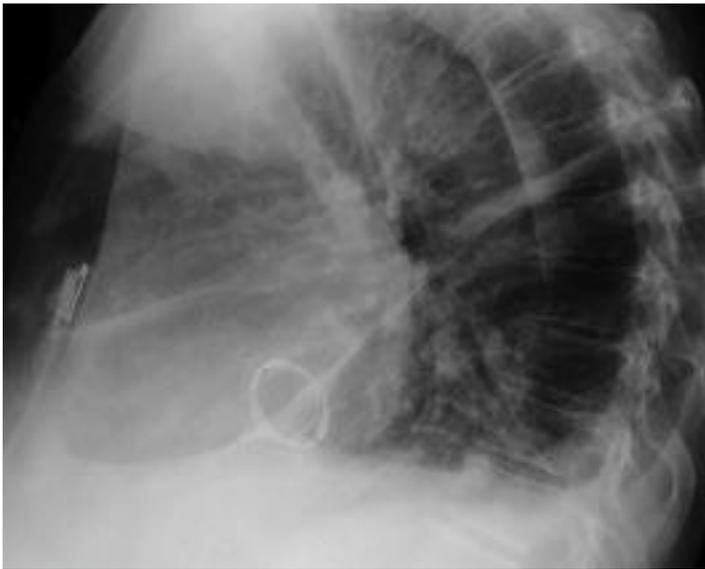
Klappenprothese. 77-jährige Patientin mit Mitralklappenersatz in typischer Position; mechanische Prothese. Im Röntgen-Thorax geringe retrokardiale Dystelektasen postoperativ.
